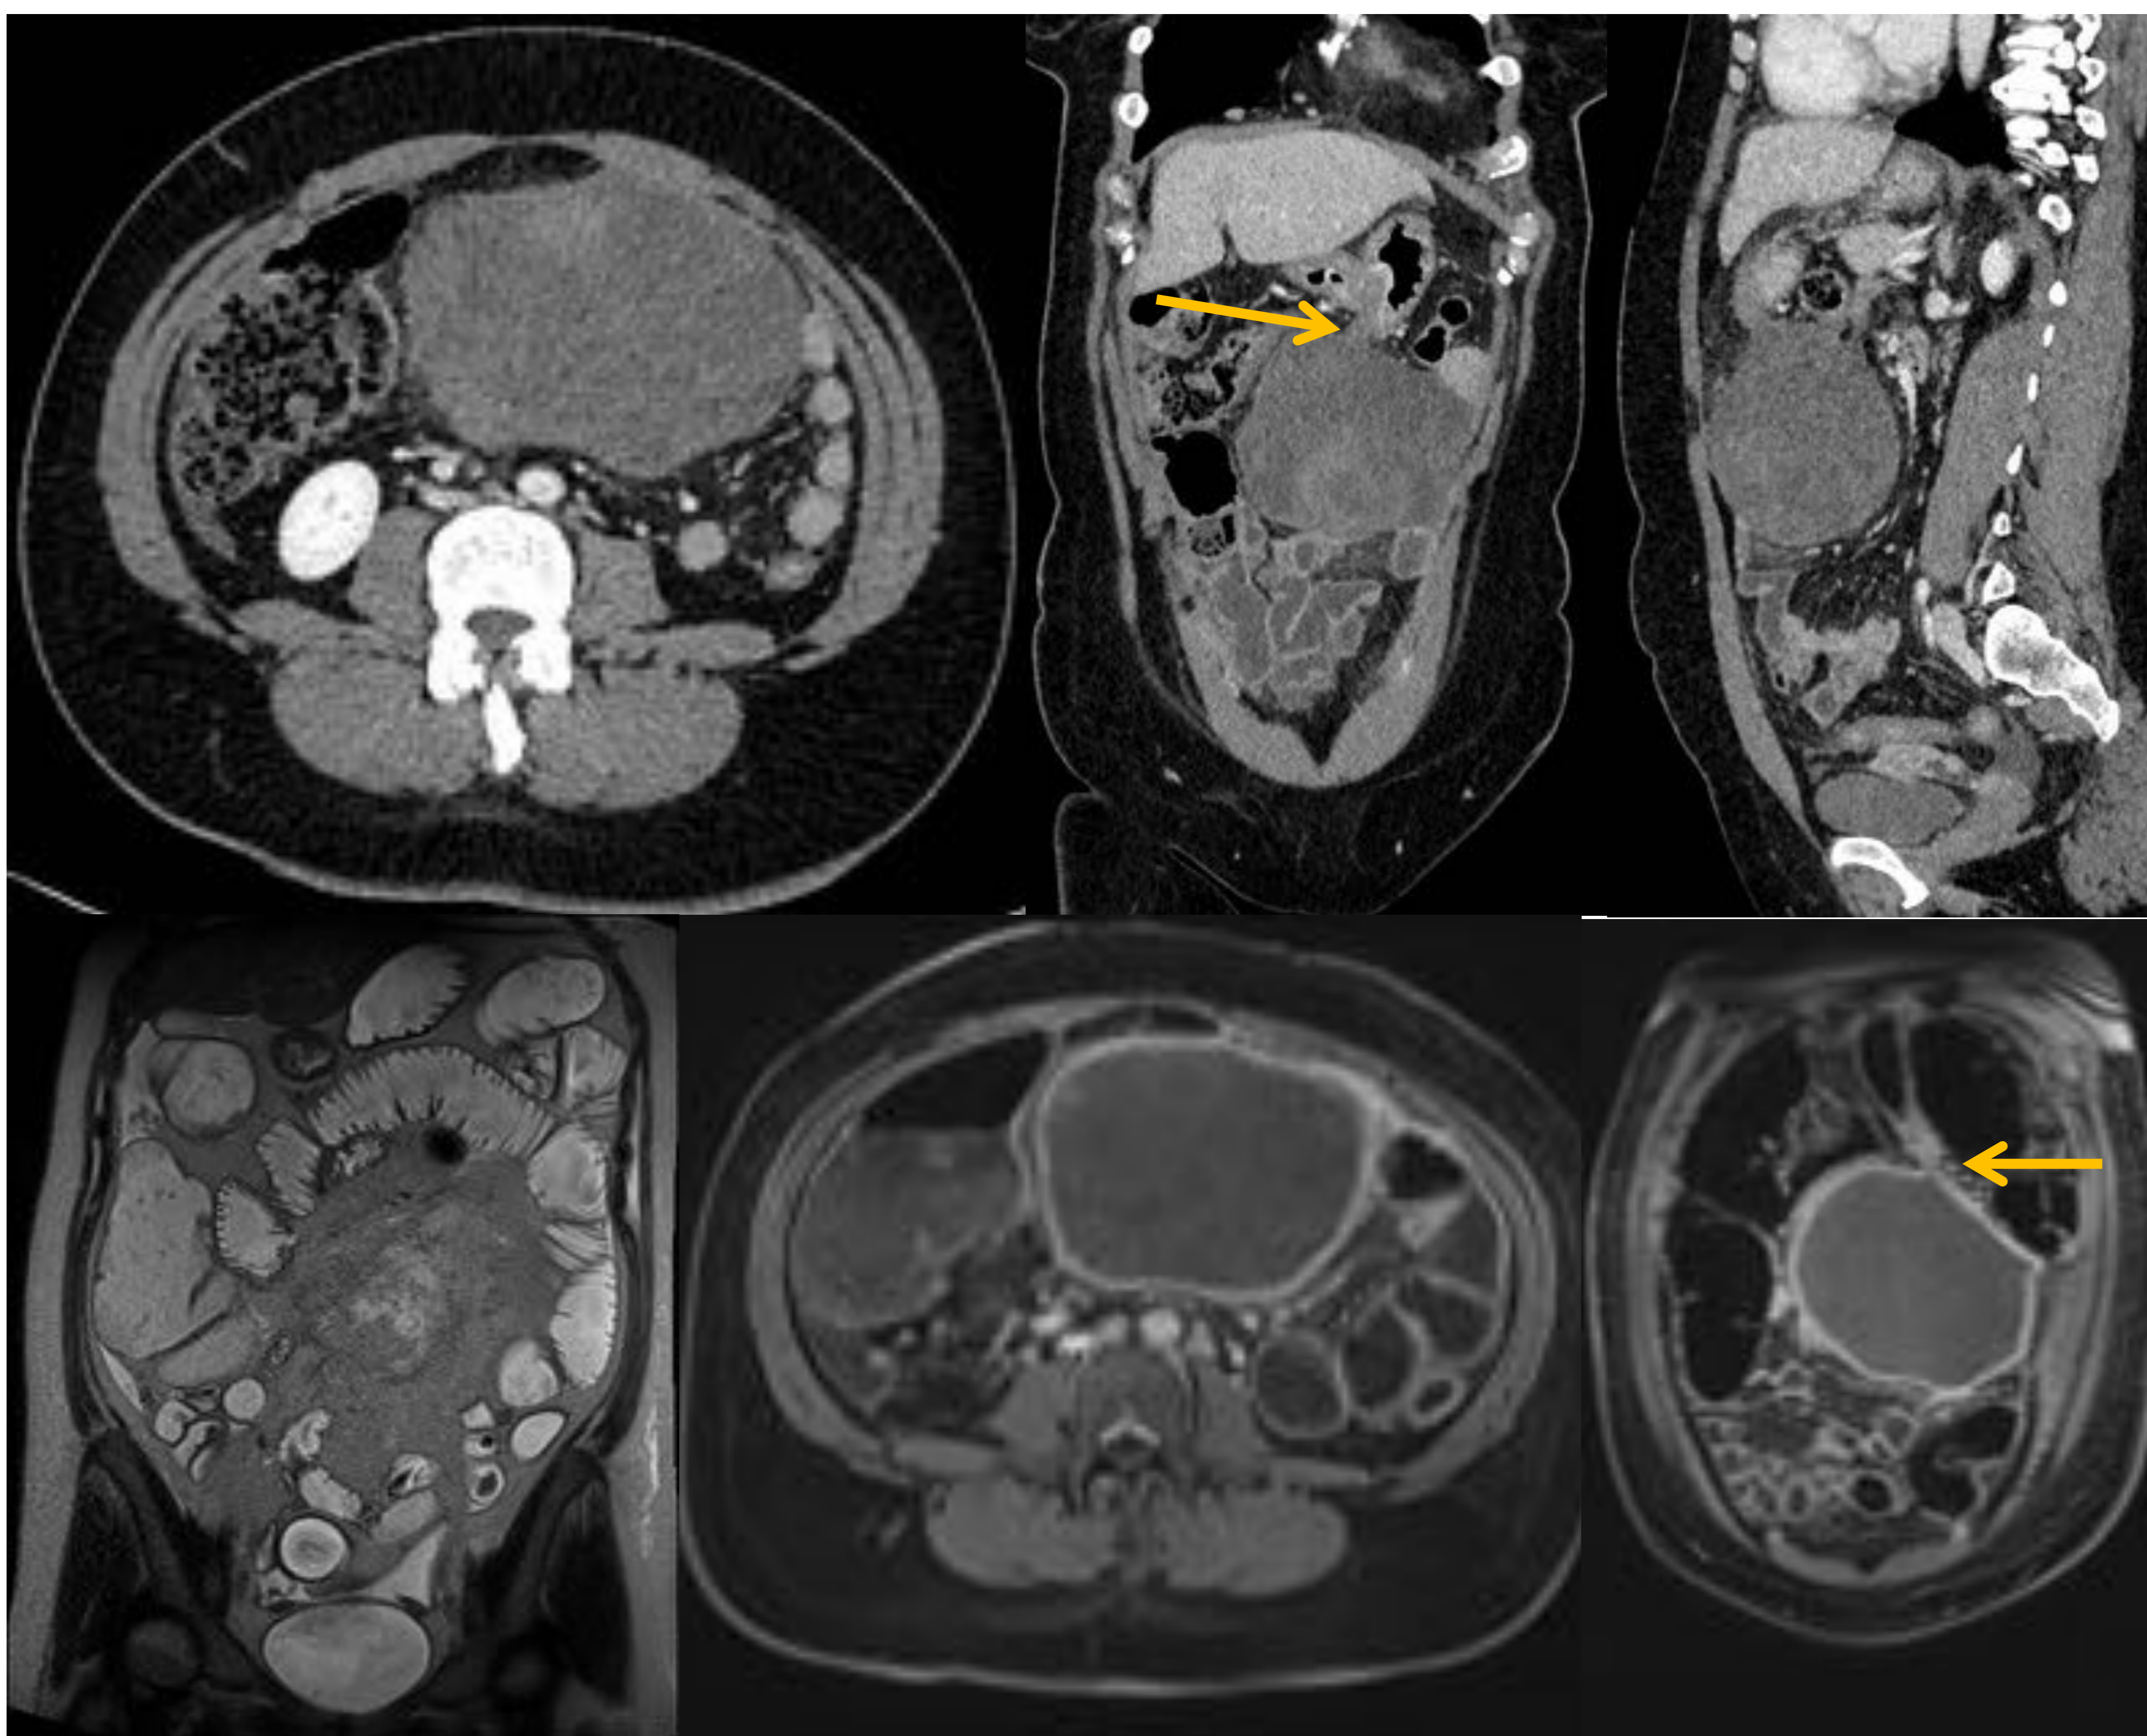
Mujer de 48 años, con dolor abdominal intenso y defensa abdominal. Leucocitosis con neutrofilia y elevación de PCR. Se realiza TC en fase venosa donde se identifica una voluminosa masa centroabdominal, con realce heterogéneo y áreas necróticas, que contacta ampliamente con las asas de intestino delgado, condicionando dilatación retrógrada de las mismas así como con el marco cólico, sugestivo de GIST.
